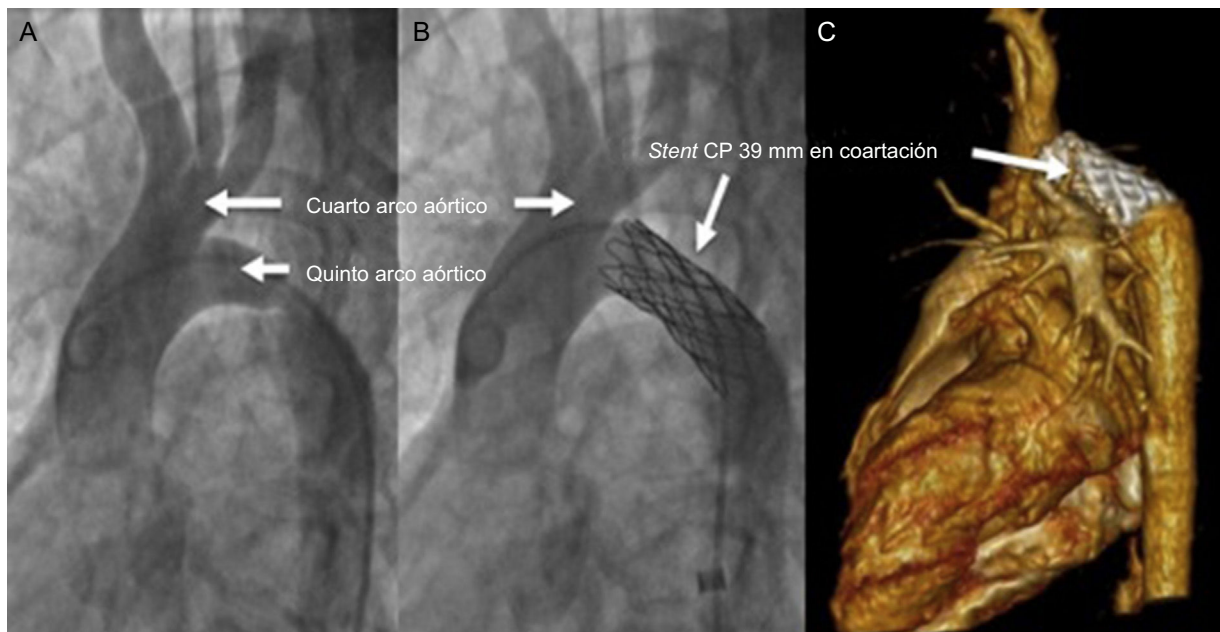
Aortografía de aorta ascendente antes y después del implante de un *stent* CP de 39 mm en el sitio de coartación (A y B), con control posterior con tomografía computarizada con contraste (C).
